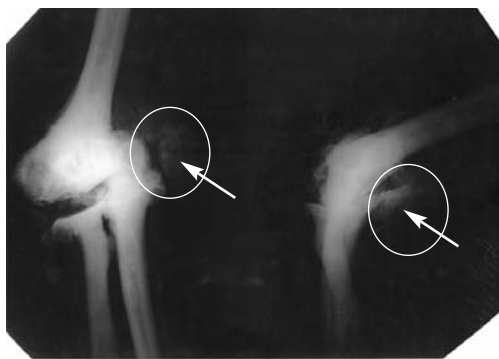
Рентгенограма кісток (дифузний остеопороз з ділянками інтенсивнішого розрідження)
